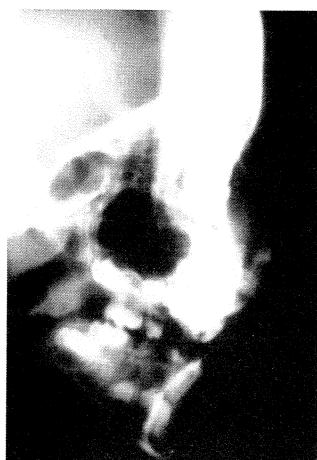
Radiografia de teleperfil através da qual se visualiza a presença de dente supranumerário erupcionado na fossa nasal.
